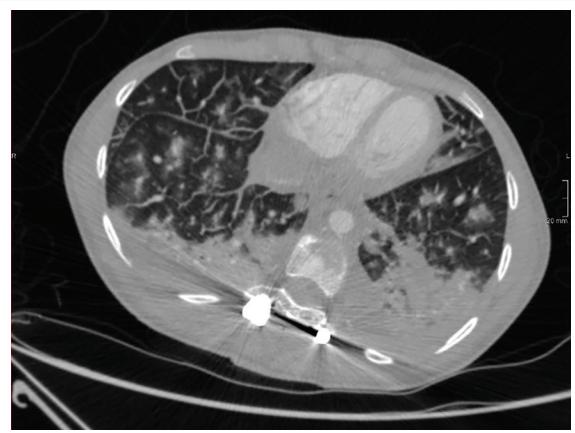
Angio-TC de tórax. Ventana pulmonar. Corte axial. De forma similar, se observan múltiples focos de infiltrado alveolar y se aprecia con mayor claridad el engrosamiento de cisuras y septos.
